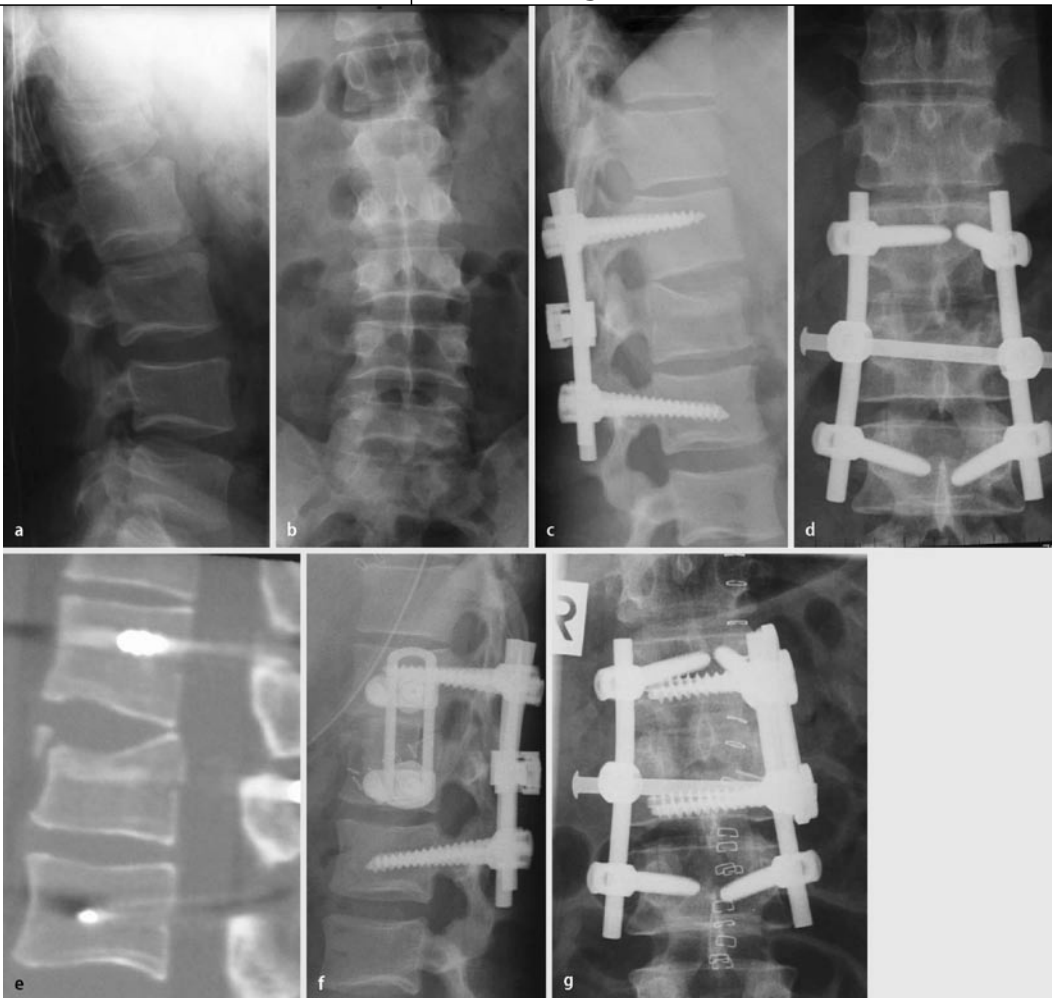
◀ a,b Inkompletter kranialer Berstungsbruch LWK1 (A3.11) mit keilförmiger Deformierung und lokaler Kyphose und Skoliose, Gesamtfehlstellung >25°, c,d Röntgen- und e CT-Kontrolle nach dorsaler Reposition mit guter Wiederaufrichtung des Wirbelkörpers und vollständiger Beseitigung der Fehlstellung, f,g in 2. Sitzung thorakoskopisch assistierte monosegmentale Spondyloktomie, BWK12/LWK1 mit trikortikalem Beckenkammspan und ventralem winkelstabilem Plattensystem (MACS, Fa. Aesculap)
